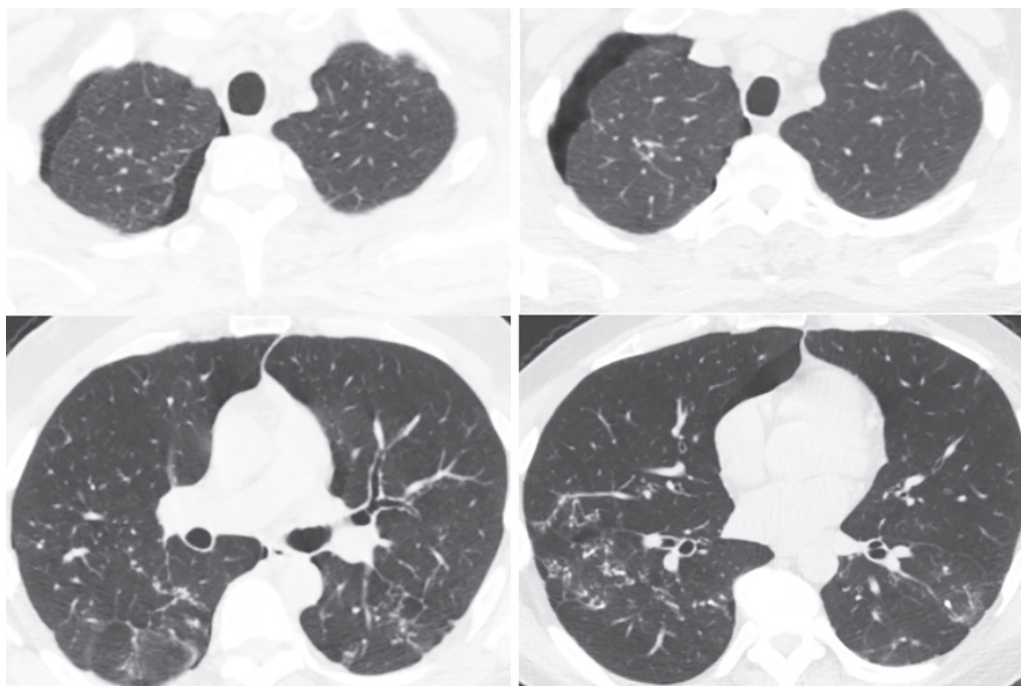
Комп'ютерна томографія до операції
